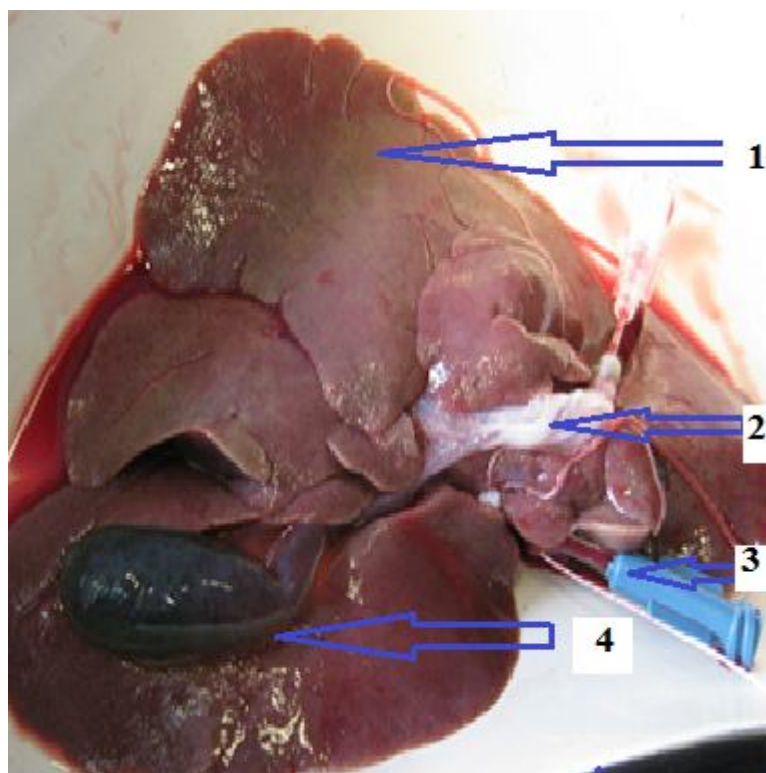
Эксплантат печени после 60 минут реперфузии (1 – Ткань печени после часовой реперфузии, 2 – Воротная вена с канюлей, 3 – Канюля в подпеченочном отделе нижней поллой вены, 4 – Желчный пузырь)
